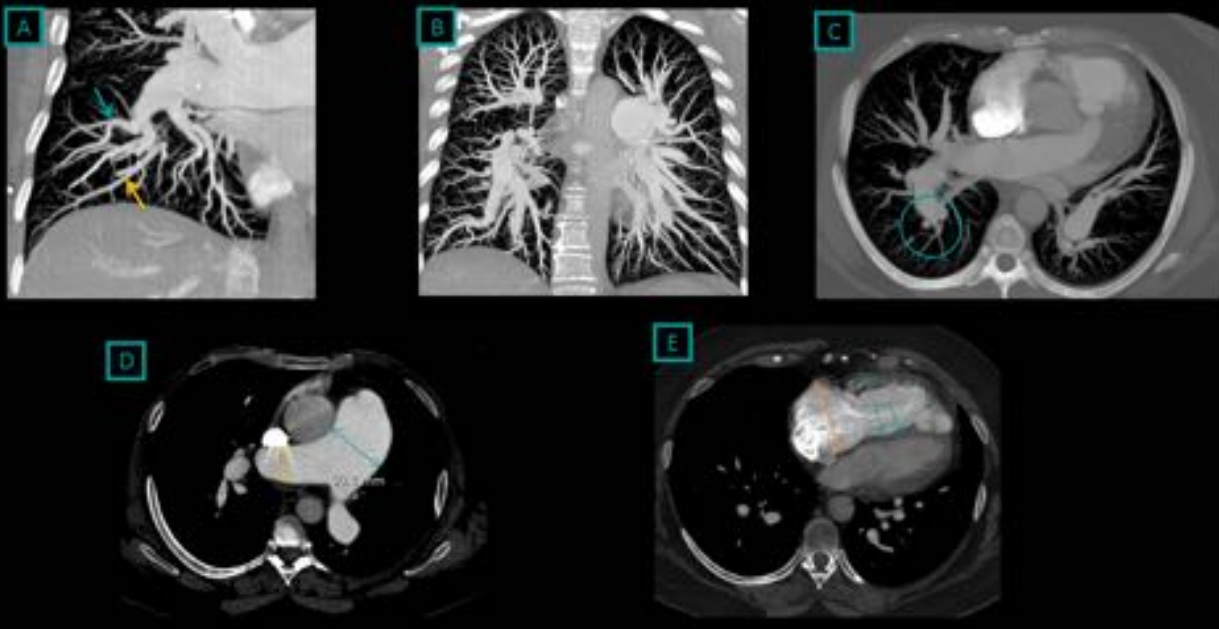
TC en mujer de 60 años. HTAPI A: Flecha verde: art. pulm. tortuosas / Flecha naranja: Venas pulm. de respetadas. B: Dilatación de art. pulmonares. C: Círculo: disminución brusca del calibre arterial. D: Doble flecha verde: dilatación del tronco principal de la art. pulmonar / doble flecha naranja: dilatación de art. pulm. drcha. E: «X»: HVD / Doble flecha naranja: dilatación de AD / flechas verdes:
